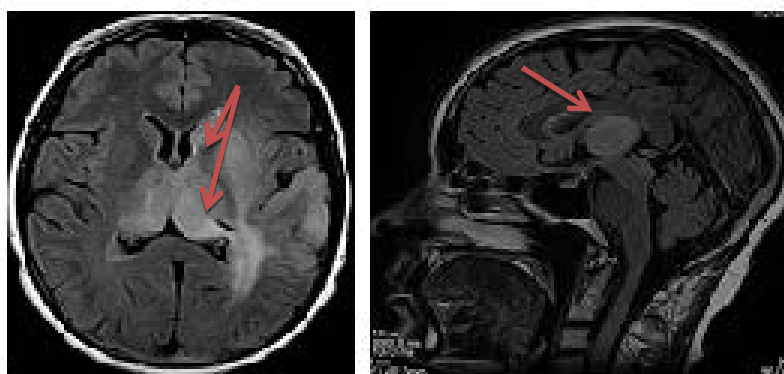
МРТ головного мозга. Анапластическая астроцитома теменной доли ГМ. Зона измененного МР-сигнала, без четких контуров, сопровождающаяся перифокальным отеком.
